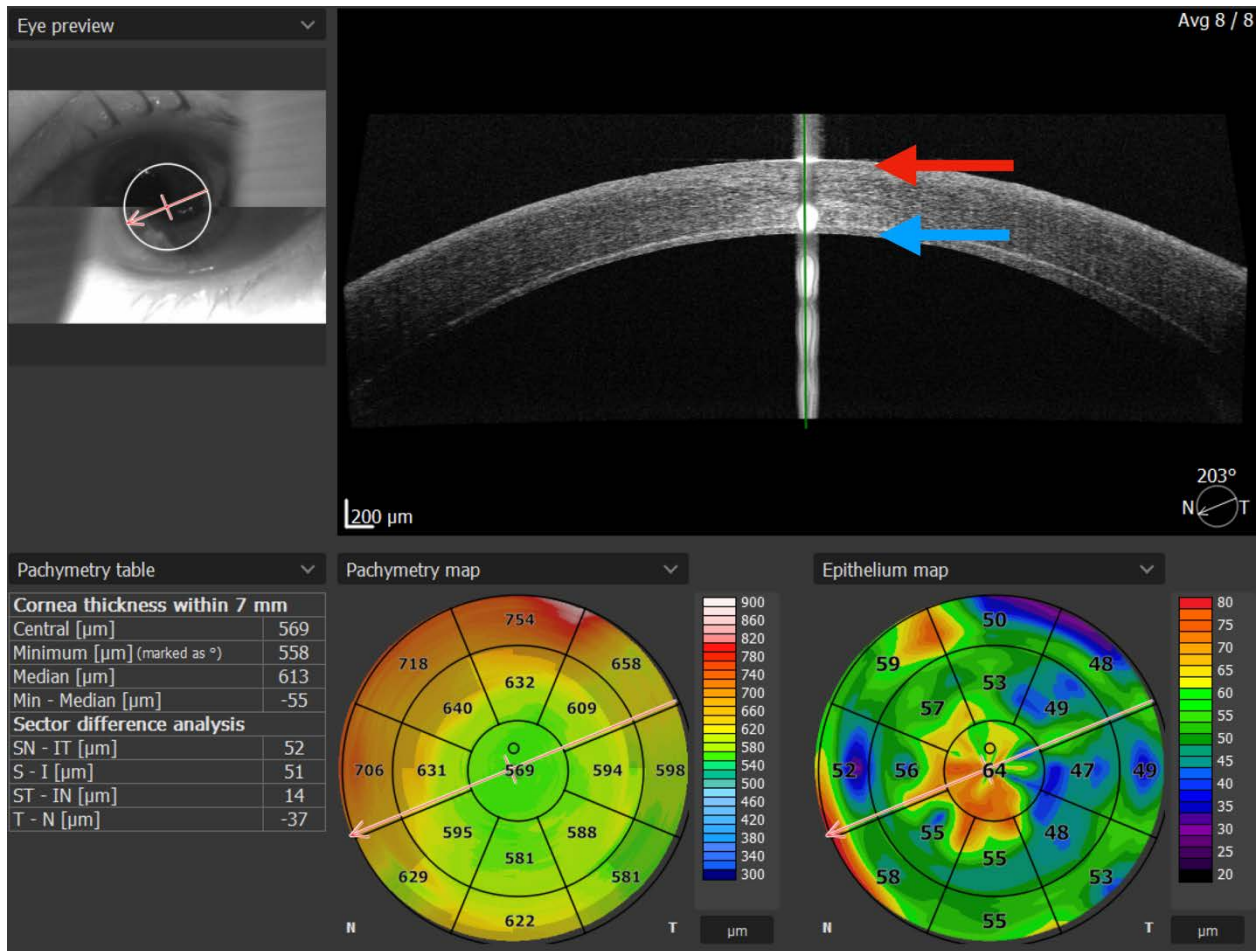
Оптическая когерентная томография (ОКТ Optopol, Польша) роговицы на 6й день после ЗАПК. Карта толщины роговицы (на англ. Pachymetry map) в ниже-левой части рисунка, центральная толщина не превышает 569 мкм. Пахиметрическая карта эпителиального слоя роговицы (на англ. Epithelium map) в ниже-правой части рисунка – полная эпителизация. Красной стрелкой на сагиттальном скане ОКТ указан передний эпителиальный слой роговицы, зоны эрозии отсутствуют. Синяя стрелка указывает на трансплантат
